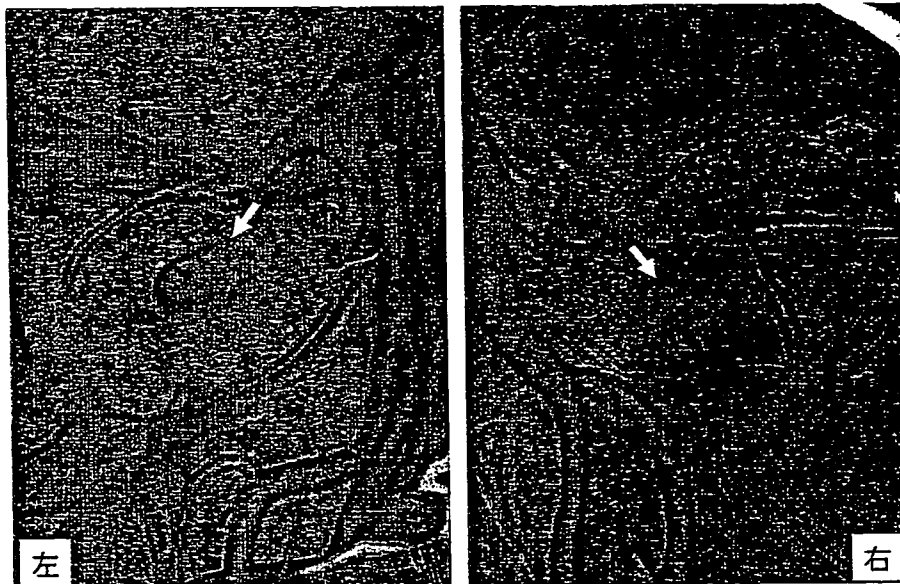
64列マルチスライス3D-CT像（左突発性難聴例）
